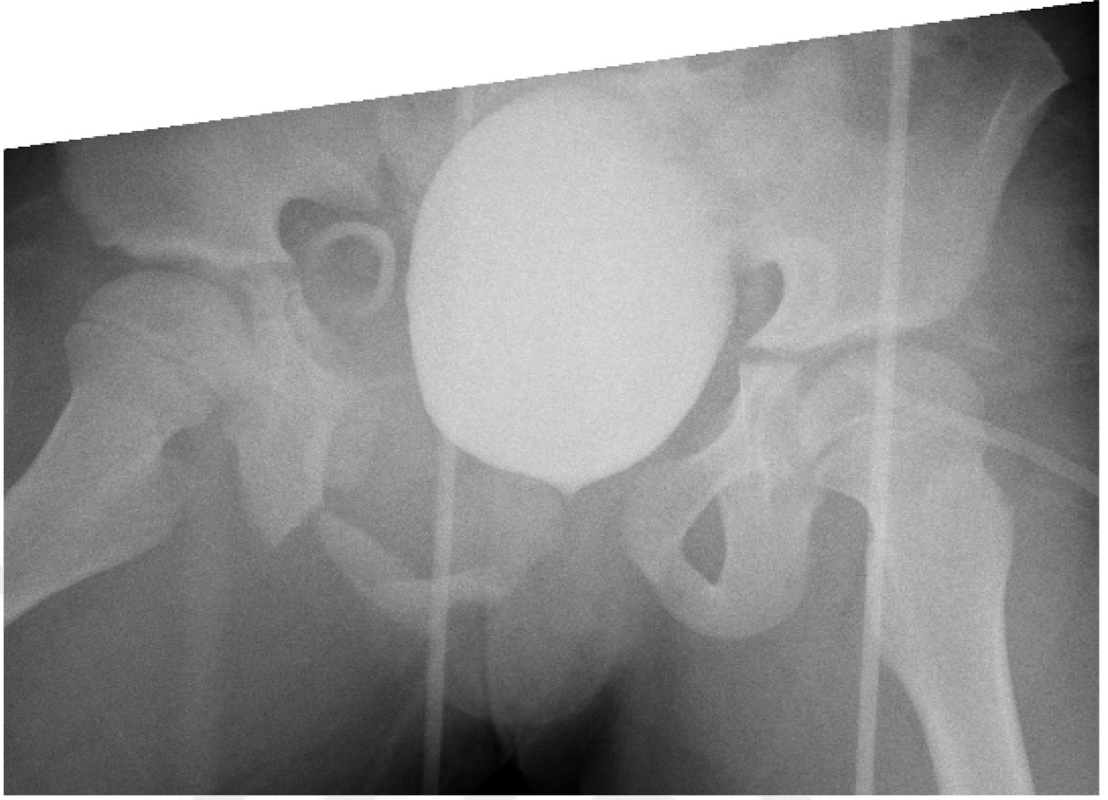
Vaka.1'e ait postop 2. yıl pelvis AP grafisi
